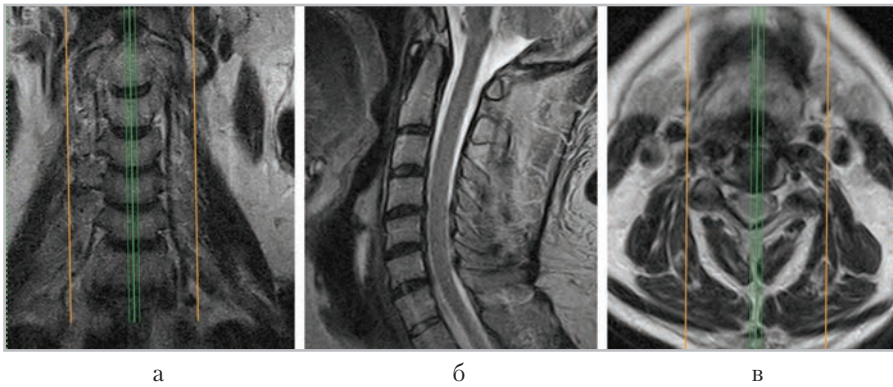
МР-томограммы, полученные для планирования сагитальных срезов (*б*) в коронарной (*а*) и аксиальной (*в*) плоскостях
